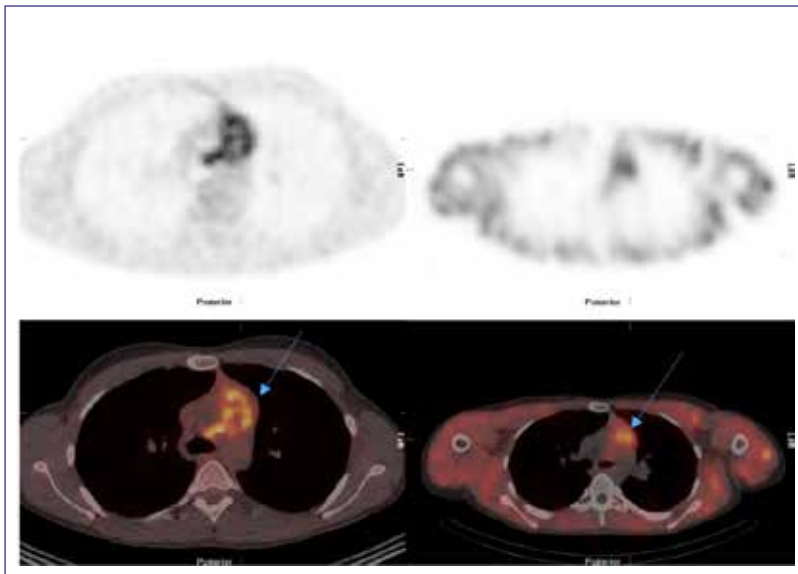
Mediastinal paraganglioma with inhomogeneous FDG uptake (left) and moderate <sup>123</sup>I-MIBG uptake (right).
